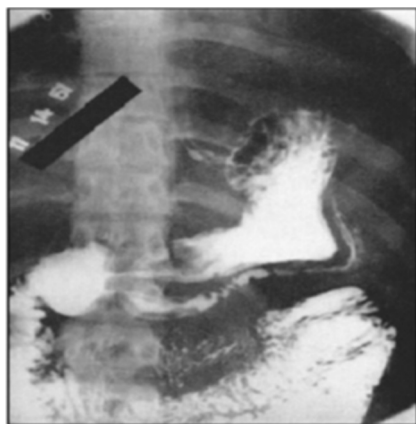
Рентгенограмма «зеркального» удвоения желудка
